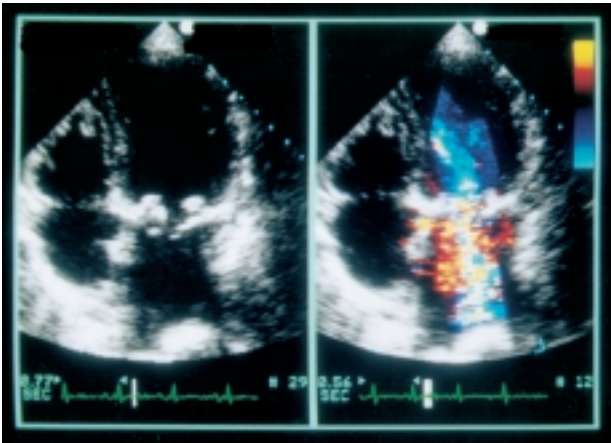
Ecocardiografia transtoracica, proiezione 4 camere apicale, che mostra due minute calcificazioni dei lembi valvolari, prolassanti in atrio sinistro, con insufficienza severa della protesi.
